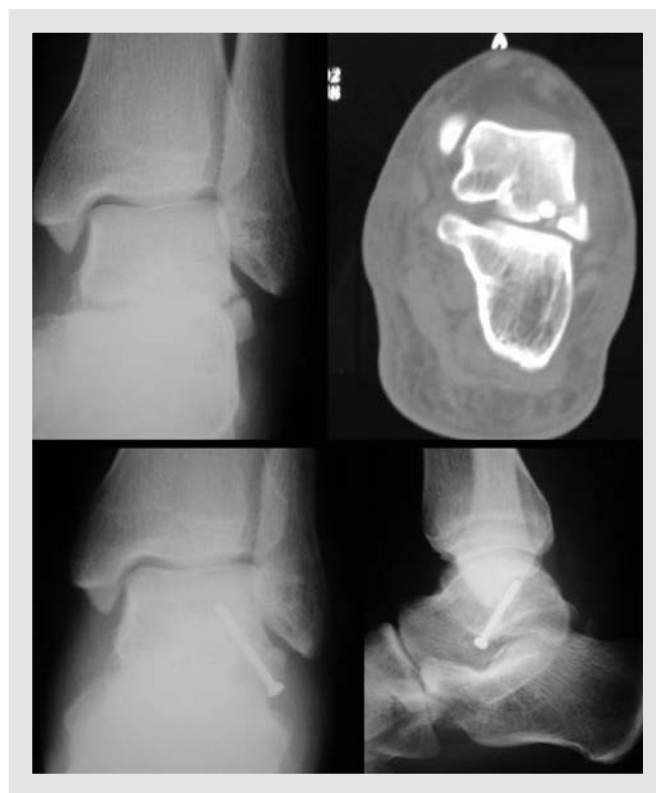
Radiografía y tomografía computarizada de fractura de la apófisis lateral del astrágalo y radiografías postoperatorias de la osteosíntesis realizada.
